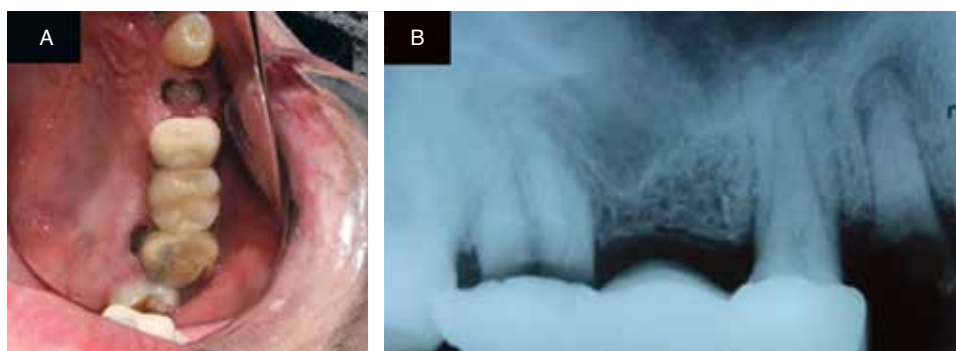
Situación del segundo cuadrante. A) Destrucción dental severa y prótesis fija con movilidad. B) Radiografía periapical con radiolucidez por caries dental extensa y pérdida de continuidad de la lámina dura.
